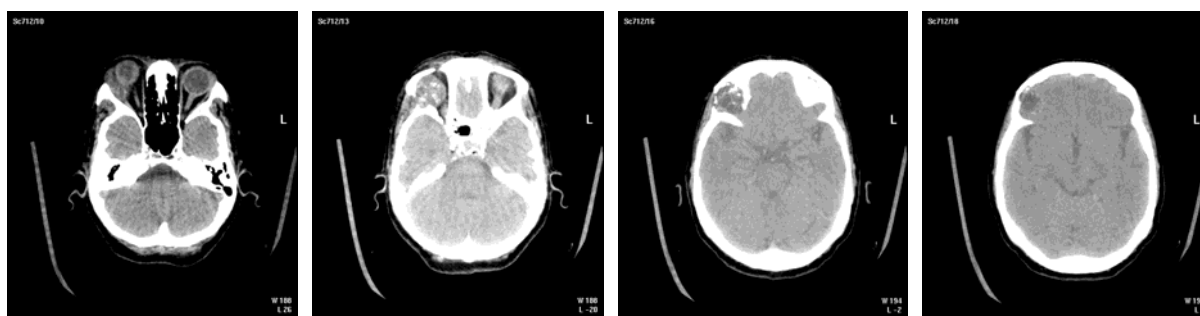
Secțiuni CT, examen nativ
